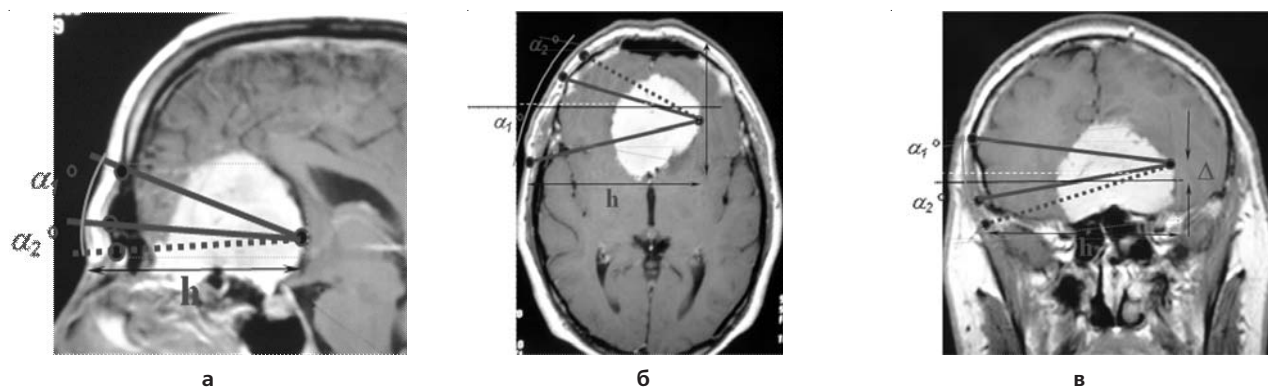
Пример прецизионного расчета по МРТ хирургического коридора по анатомическим ориентирам в сагиттальной (а), аксиальной (б) и коронарной (в) проекциях
